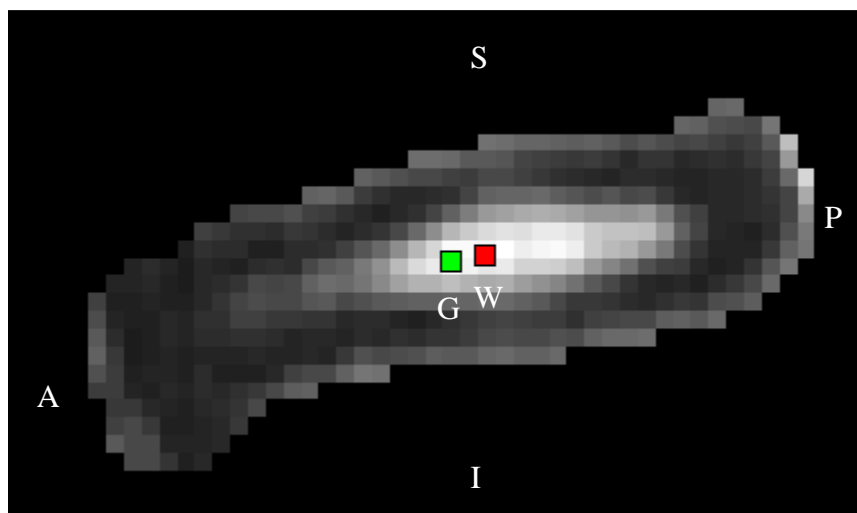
Fig. 2: 2D projection of the 3D distance between the geometric center (G) and the MRI intensity weighted center (W) in a spondylolisthesis patient's IVD.
